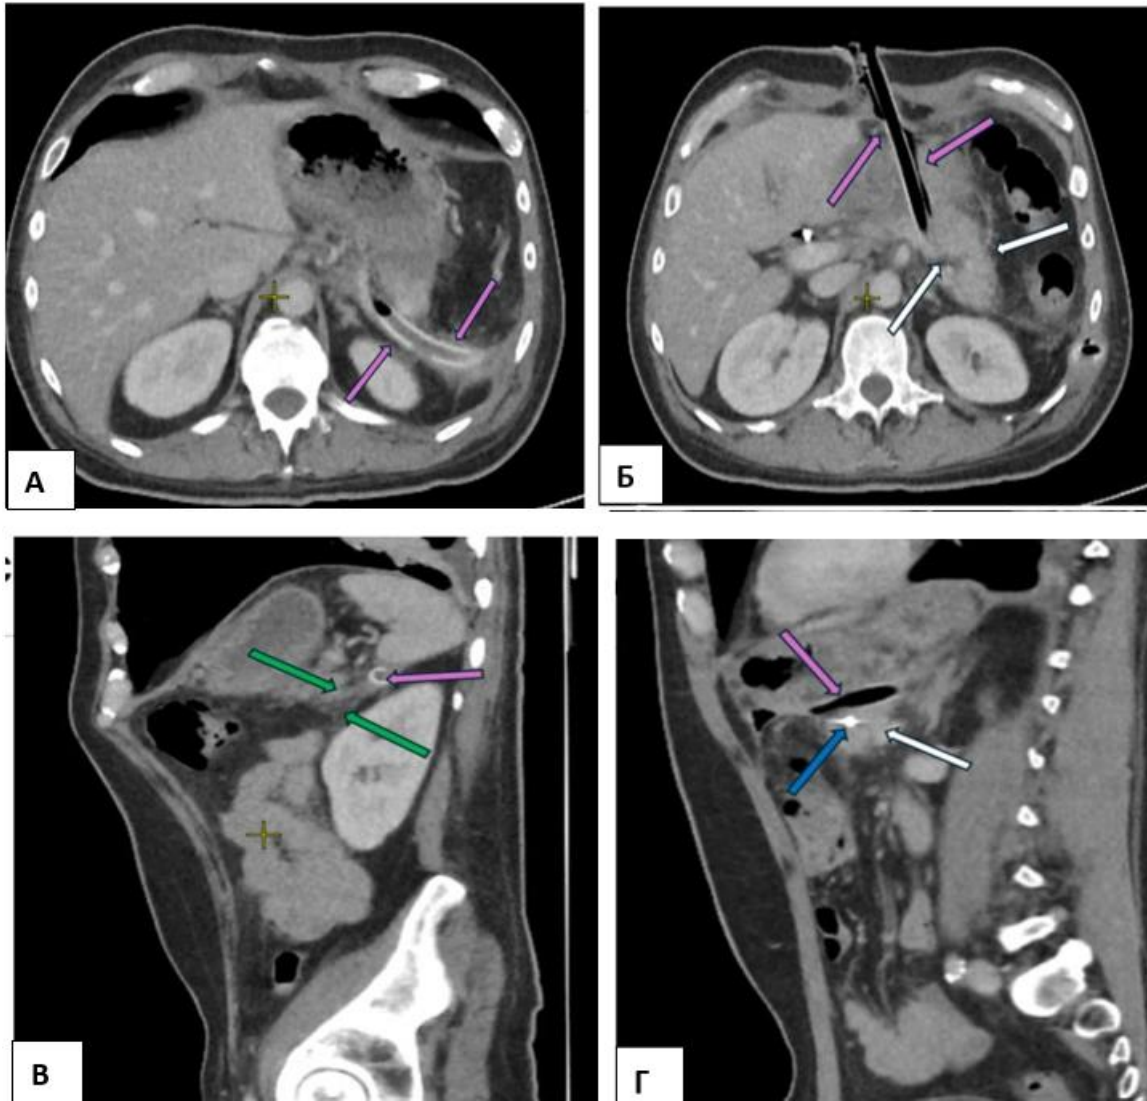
КТ с внутривенным болюсным контрастированием, венозная фаза. 38 сутки заболевания. А,Б – аксиальная проекция, дренаж в забрюшинном пространстве в области скопления по переднему листку фасции Герота слева (А), дренажи в забрюшинном пространстве, выведенные через ометобурсостому (Б) (фиолетовые стрелки). В,Г – сагиттальная проекция, регрессия скопления в области левой фасции Герота (зеленые стрелки), дренаж в забрюшинном пространстве (В), дренаж в забрюшинной клетчатке по верхнему краю ПЖ (фиолетовая стрелка), стент в просвете ГПП (синяя стрелка), паренхима ПЖ (белая стрелка) (Г)
